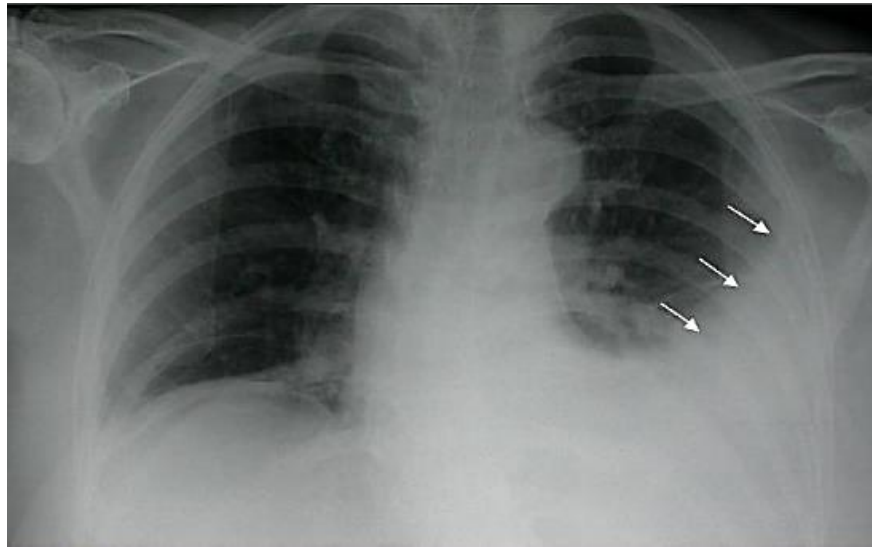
Radiographie thoracique objectivant une pleurésie gauche de faible abondance (61)
